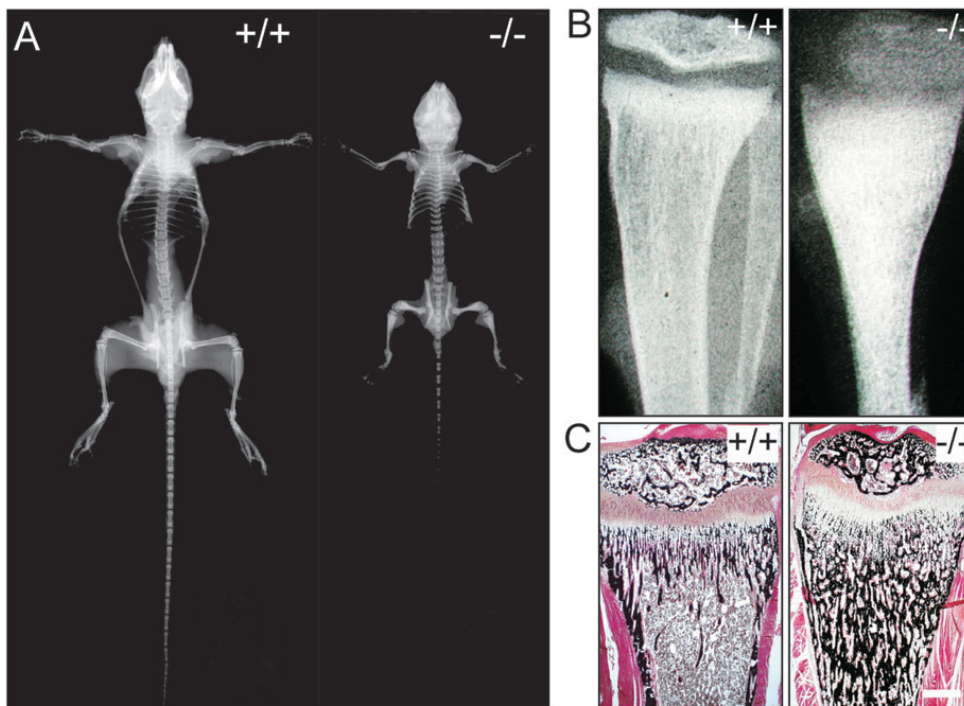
(A) Kontakt-Röntgenaufnahme eines Wildtyp-Tieres (+/+) und eines *Clcn7*^{-/-}-Geschwisters (-/-) an Tag P35. (B) Einzelaufnahmen zweier Tibiae. (C) Von Kossa gefärbte Methacrylat-Schnitte der gleichen Tibiae. Größenmaßstab: 0,5mm.
